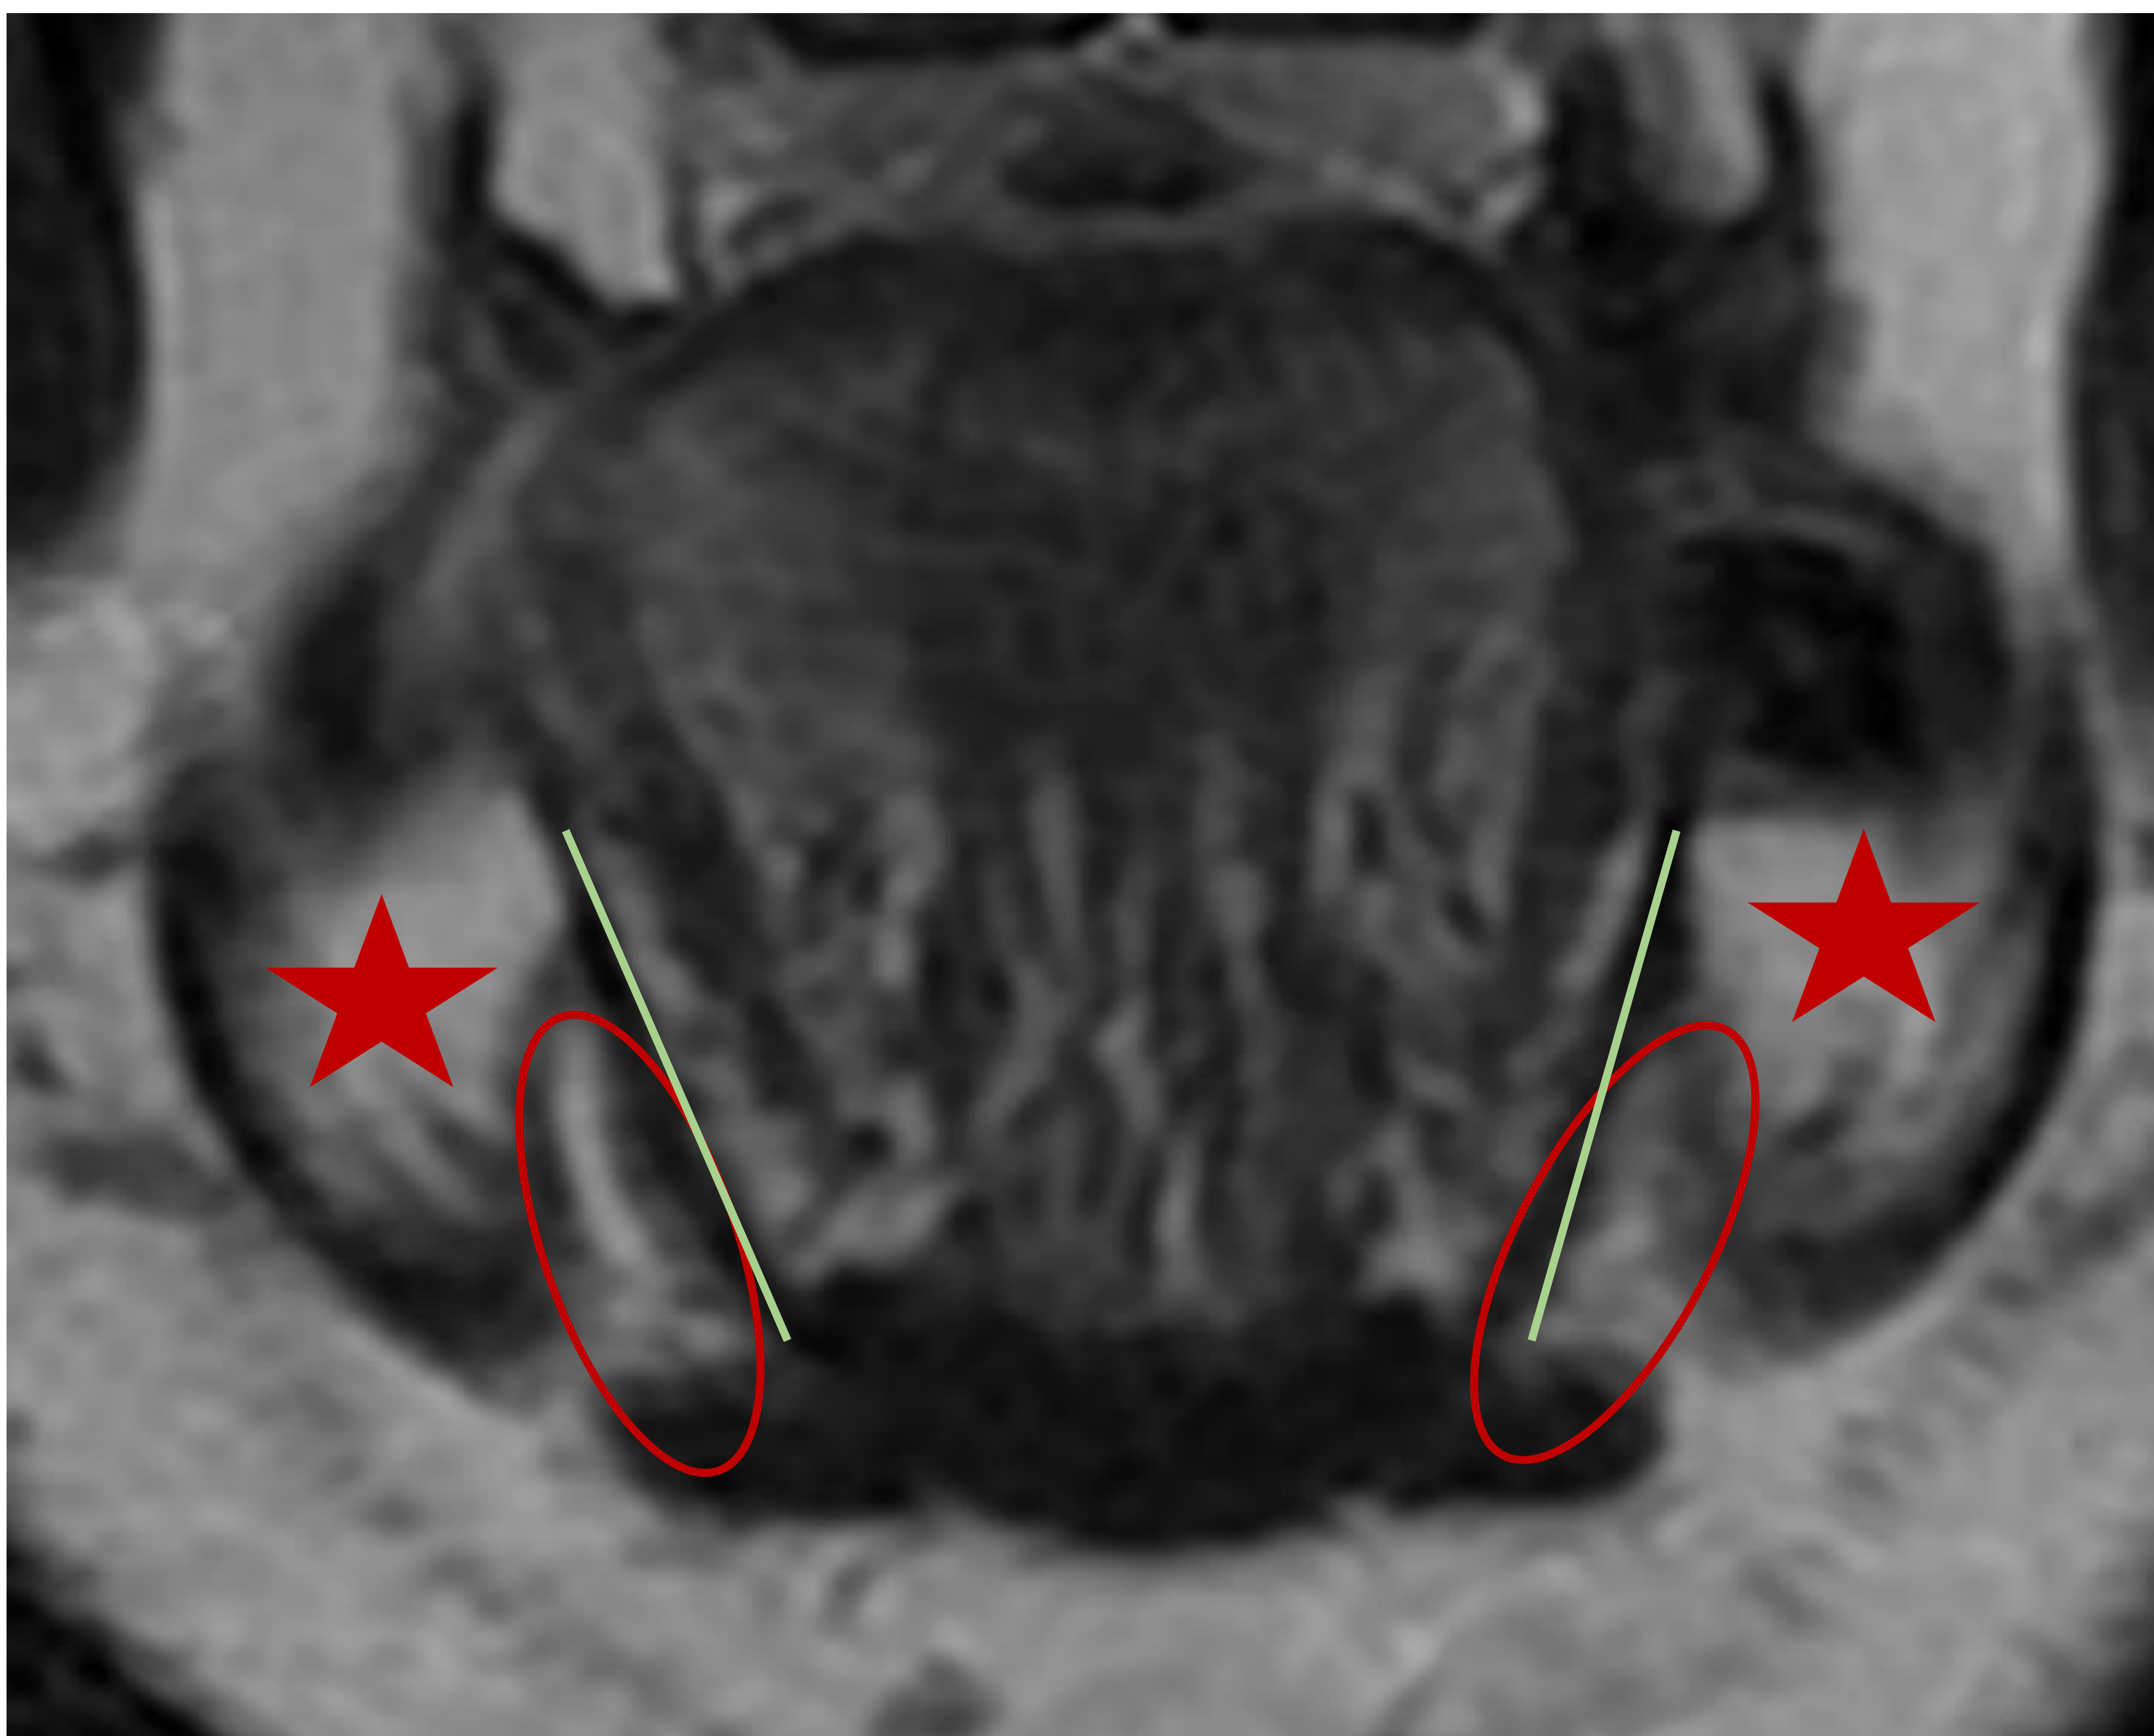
RM corte coronal en T2 que muestra el espacio submaxilar (círculos rojos) justo por debajo del milohioideo (líneas verdes), medial a la mandíbula (estrella roja).
